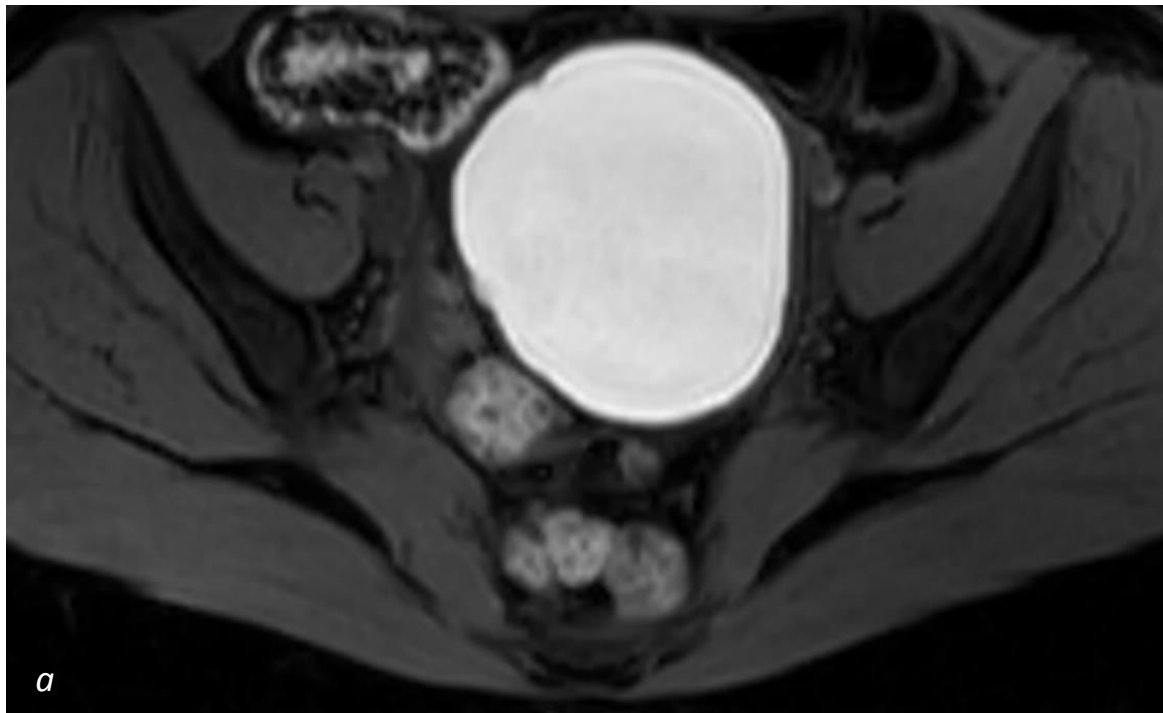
IRM séquence axiale T1FS et T1 : volumineux endométriome en hypersignal T1 franc (a), supérieur à celui de la graisse sur la séquence T1 (b).
